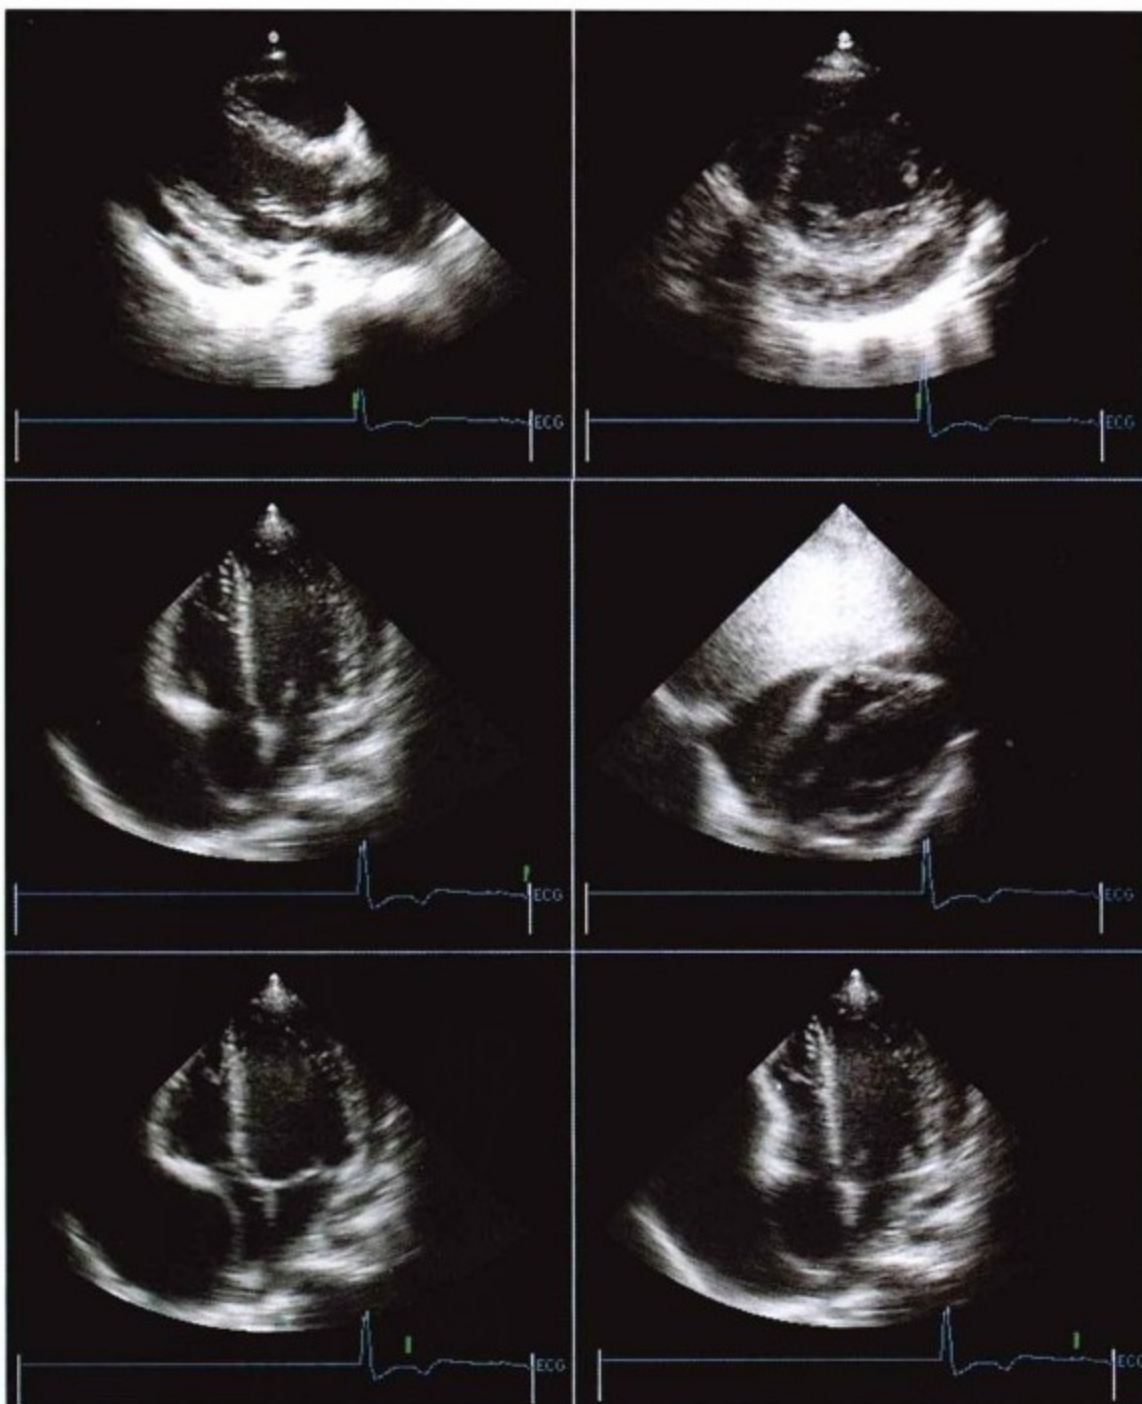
经胸超声心动图显示心脏右缘大量的心包积液。在左室下有血栓存在。肋骨下切面显示右室与壁层心包粘连,由心尖区到该位置可疑一条半透明带可能就是刀伤。右室有舒张期塌陷,右房在收缩期塌陷。
